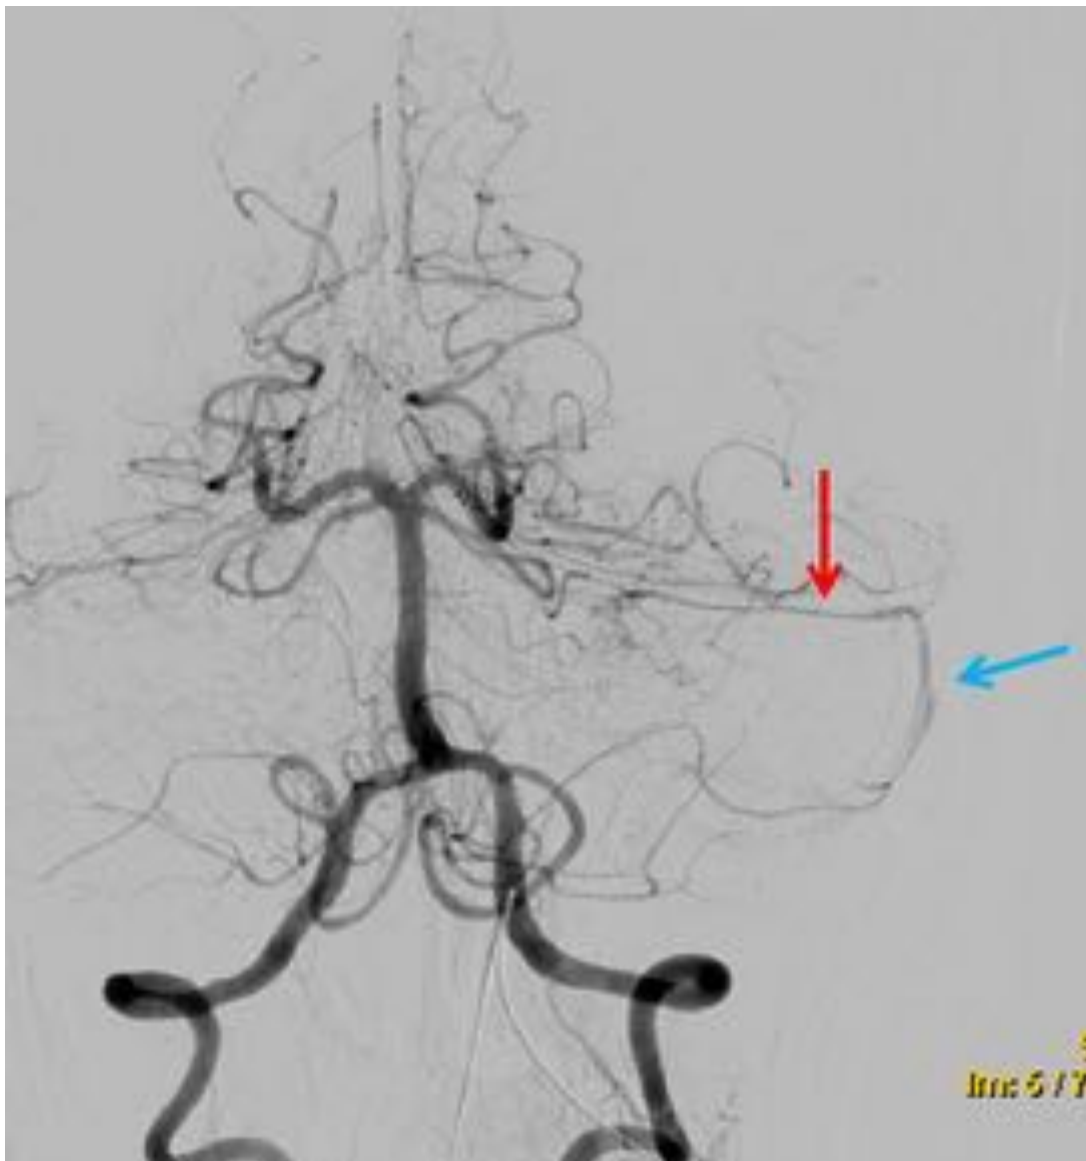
Caso 1. Paciente en coma, con hemorragia intracraneal causada por una FAV dural tipo IV. Adicionalmente se observa en la arteriografía (Fig. 2) y su correlación con el Angio-TC (Fig. 3) una FAV dural tipo I que se establece entre una rama de la arteria cerebelosa anterosuperior izquierda (flecha roja) y el seno lateral izquierdo (flecha azul), con drenaje anterógrado.
